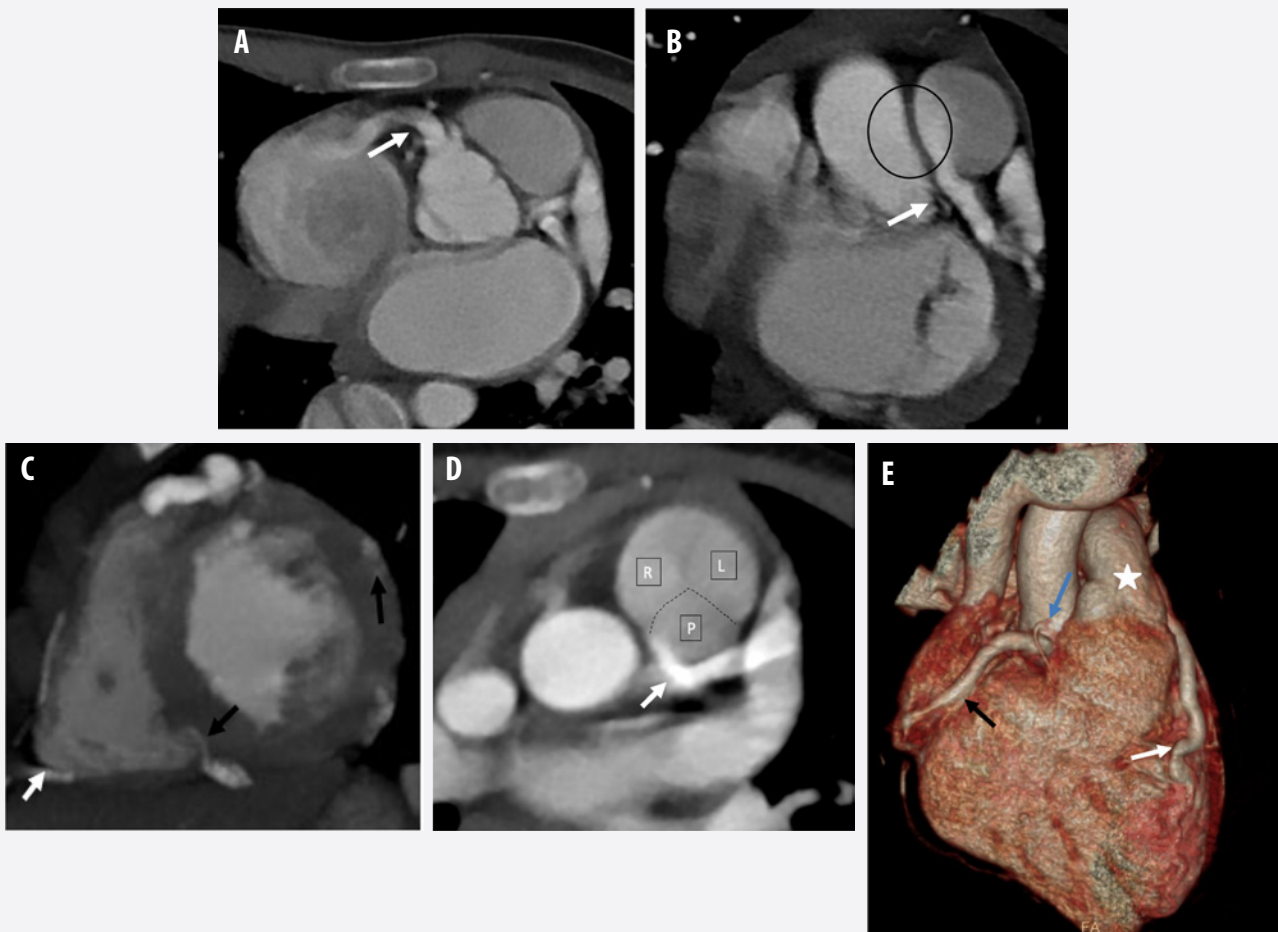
КТ-коронарография синдрома Бланда-Уайта-Гарланда.
